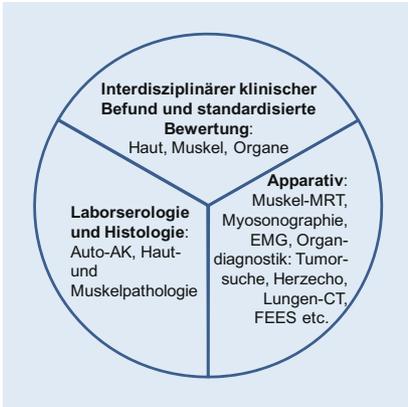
▲ Grundbereiche der Myositisdiagnostik (s. Text für weitere Details). *AK* Antikörper, *CT* Computertomographie, *EMG* Elektromyographie, *FEES* flexible endoskopische Evaluation des Schluckens, *MRT* Magnetresonanztomographie
